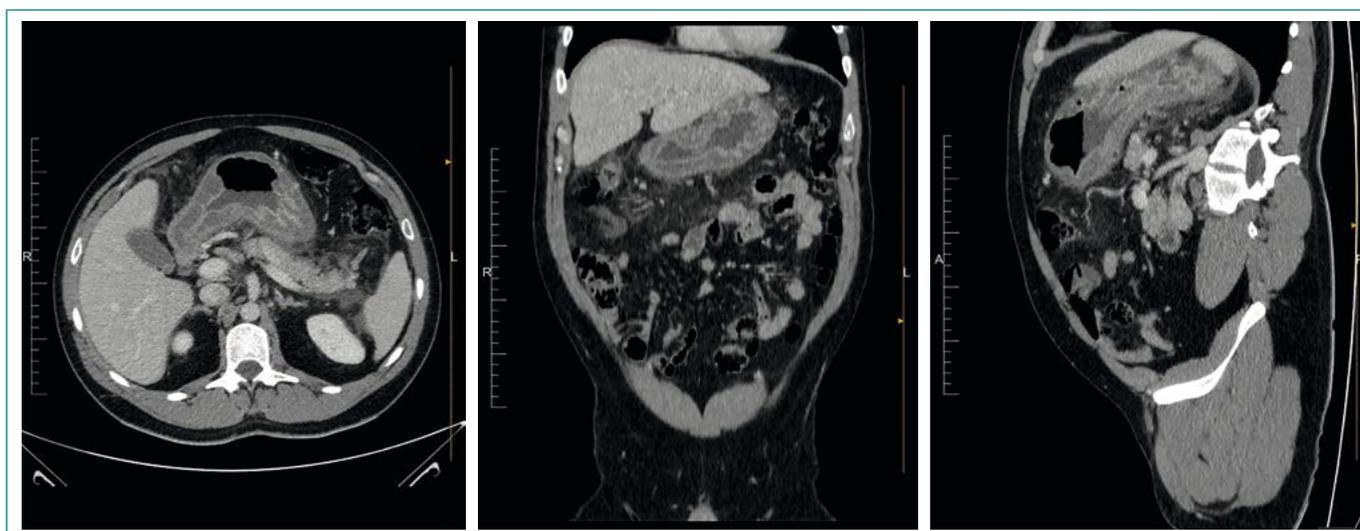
TAC abdominal: engrosamiento difuso de las paredes de la cámara gástrica, edema de la grasa circundante y líquido libre periesplénico y perihepático
